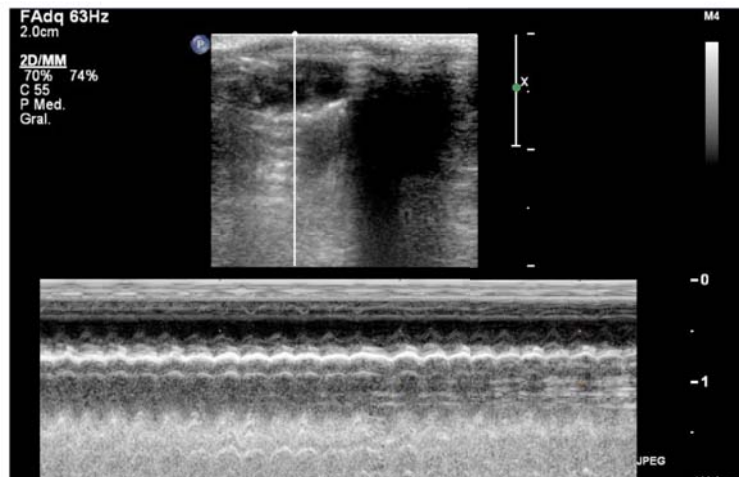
Imatge representativa d'ecocardiografia en mode M del múscul papil·lar en la visió de l'eix llarg
